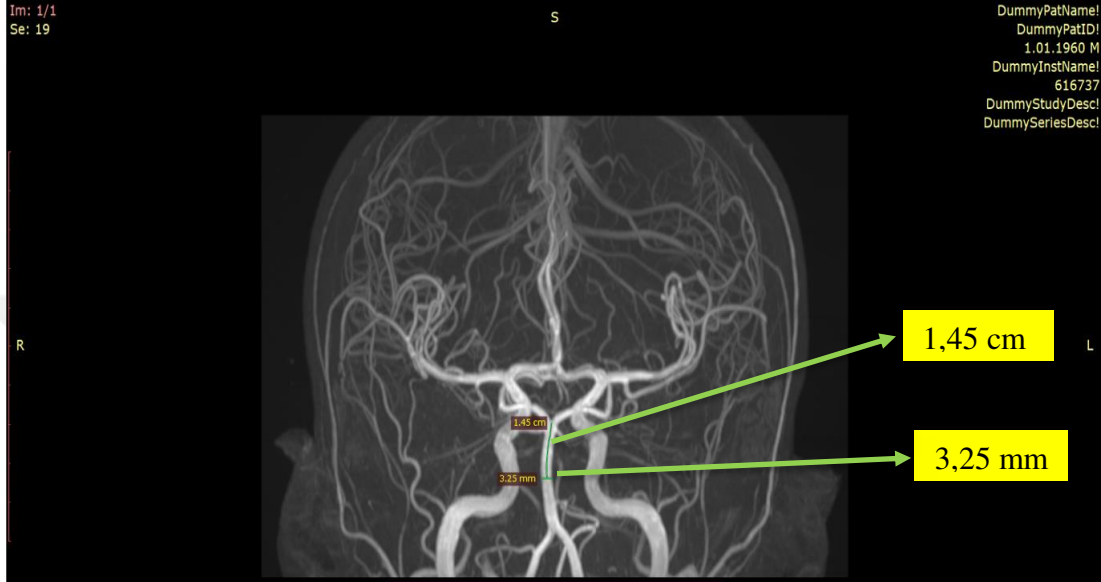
Arterlerin MR anjiyografide gösterimi
